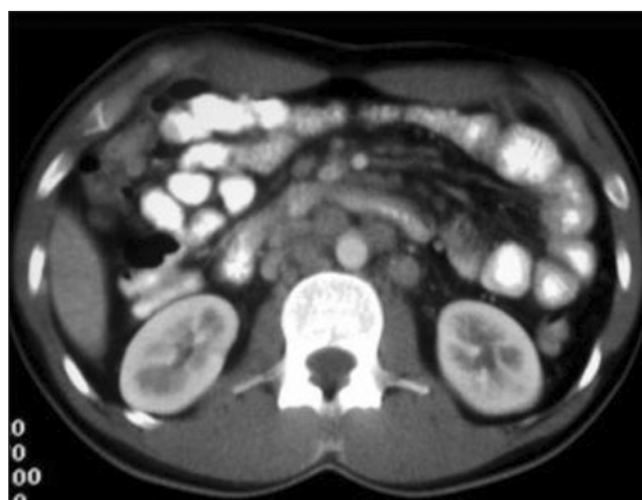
Abdominal CT: adenopathies in the portocaval space, and wall thickening of jejunal loops.
